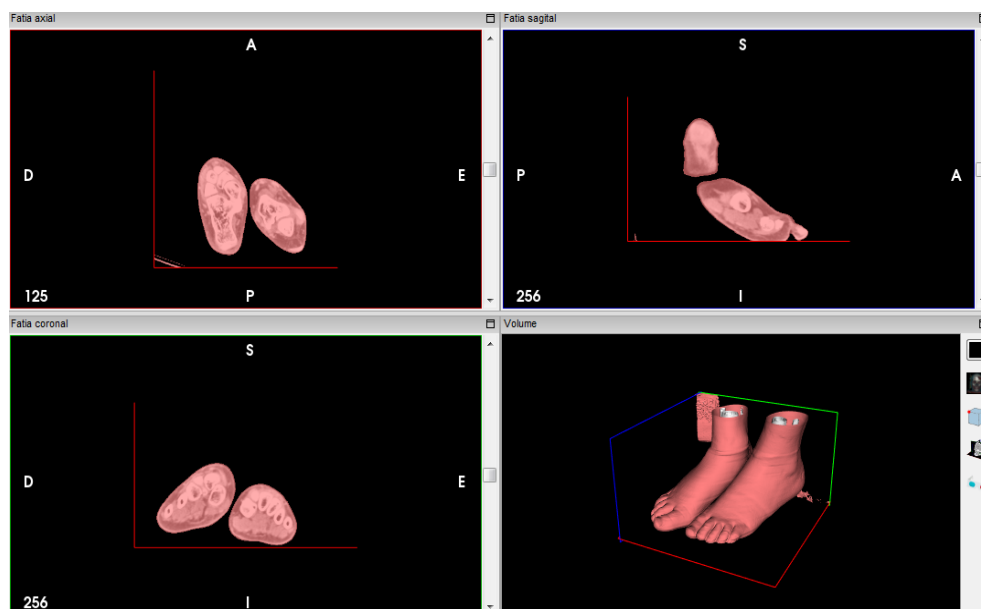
Visualização dos cortes axial, coronal, sagital e reconstrução 3D das imagens de TC a ser exportada pelo InVesalius.
